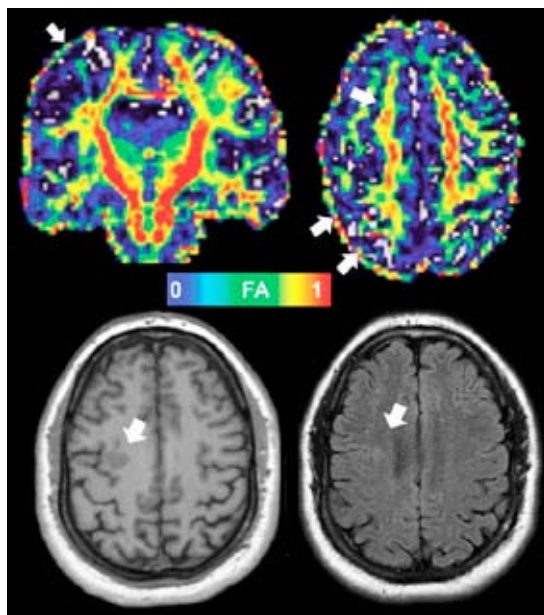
Displasia cortical focal precentral derecha (flecha blanca en el corte axial T₁ y FLAIR, abajo a la izquierda). El mapa de la anisotropía fraccional delimita asimetrías focales y regionales con disminución de la anisotropía fraccional subcortical frontal posterior y parietal a la derecha (flechas blancas, arriba).
